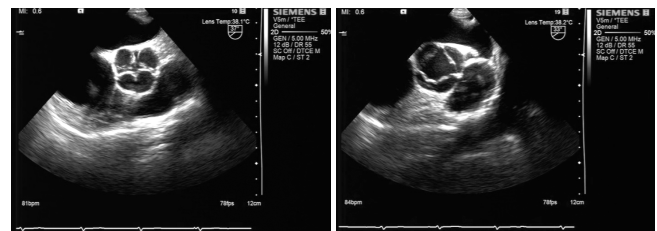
经食管超声心动图示大动脉短轴显示为主动脉瓣关闭状态 图2 经食管超声心动图示主动脉瓣膜呈开放状态
